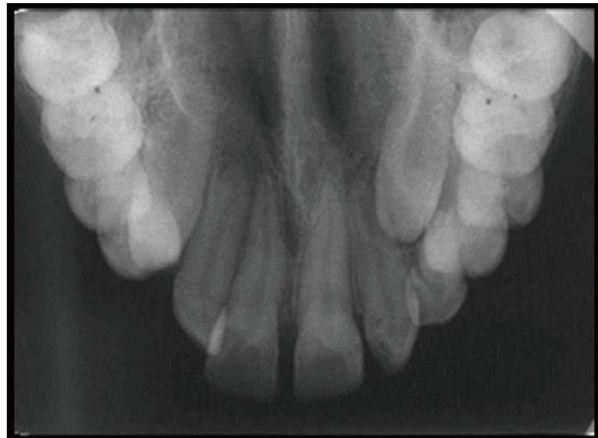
Radiografía oclusal de maxilar ⁽²⁾
